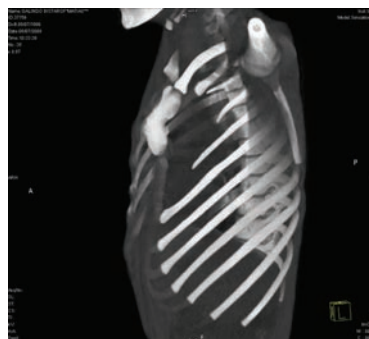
TAC de tórax con reconstrucción tridimensional de la pared torácica donde se observa hipoplasia de 2°, 3° y 4° arcos costales izquierdos.
